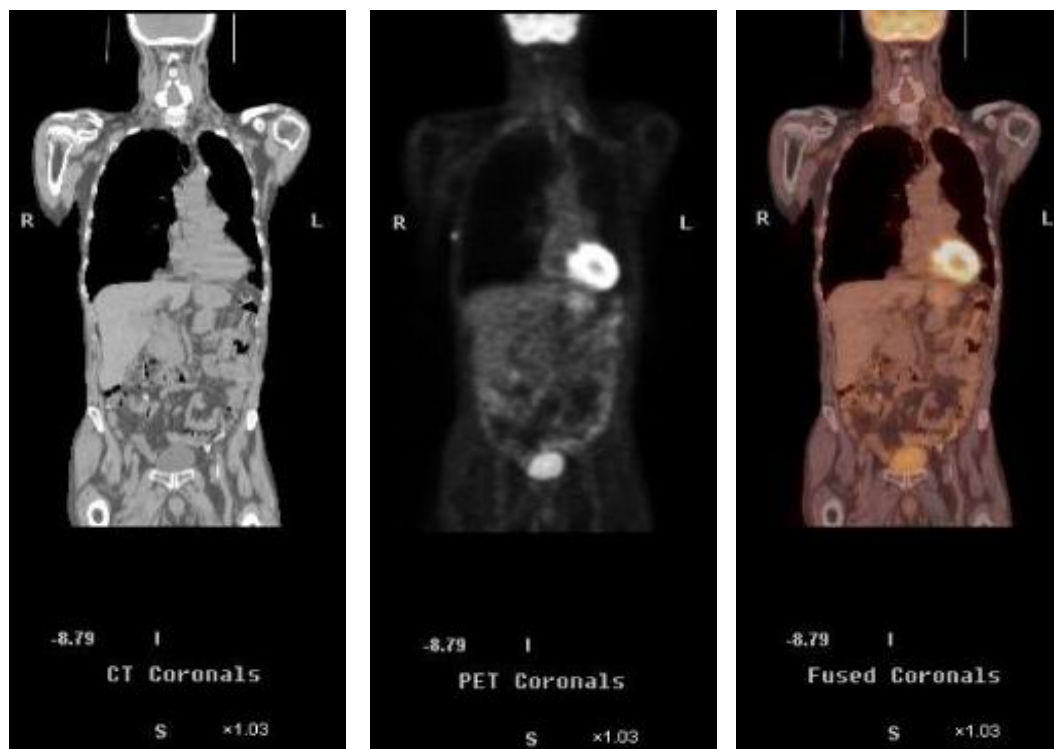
Imagini CT, PET (^{18}F FDG), și PET-CT normale (secțiuni coronale) [18]
